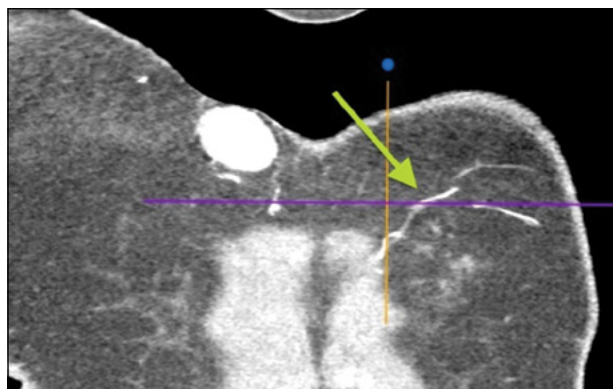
Снимок компьютерной томографии с ангиографией № 2. Стрелкой обозначен второй перфорант внутренней грудной артерии слева, визуализируются ветви перфоранта в покровных тканях
